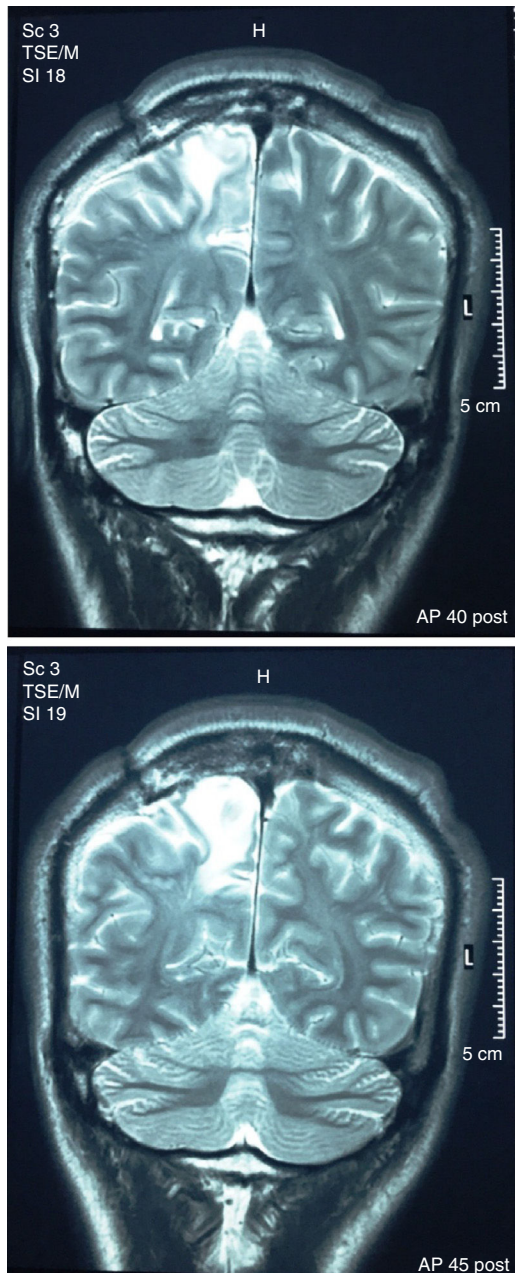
Resonancias magnéticas del encéfalo (plano coronal en T2 sin contraste) tomadas 4 meses antes de la eclosión de la psicosis y 2,5 años después de la exéresis quirúrgica del tuberculoma. El informe radiológico describe «gran área de edema digitiforme en sustancia blanca parasagital frontal derecha».
